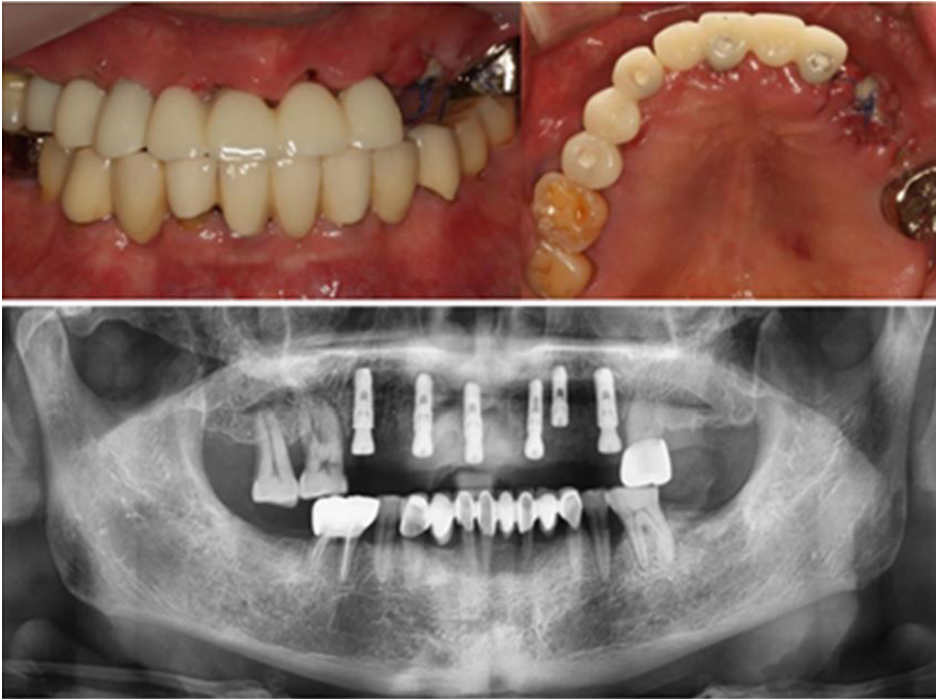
Post-operative clinical and radiographic images.
